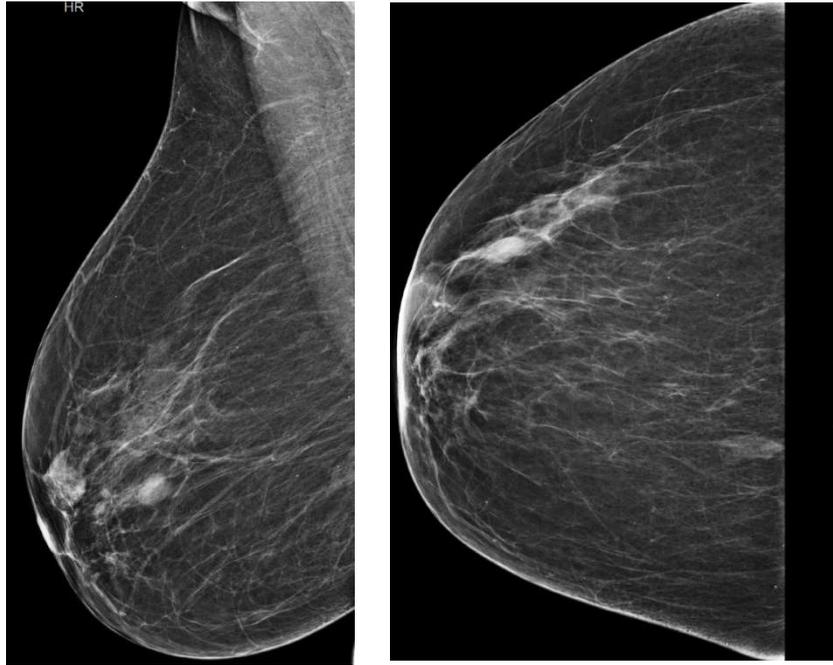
Deux clichés mammographiques de face et MLO du sein droit. Masse de forme ovale, de contours réguliers, de densité élevée, correspondant à une masse solide homogène, classée BI RADS 3. En rapport avec un fibroadénome en échographie mammaire.
